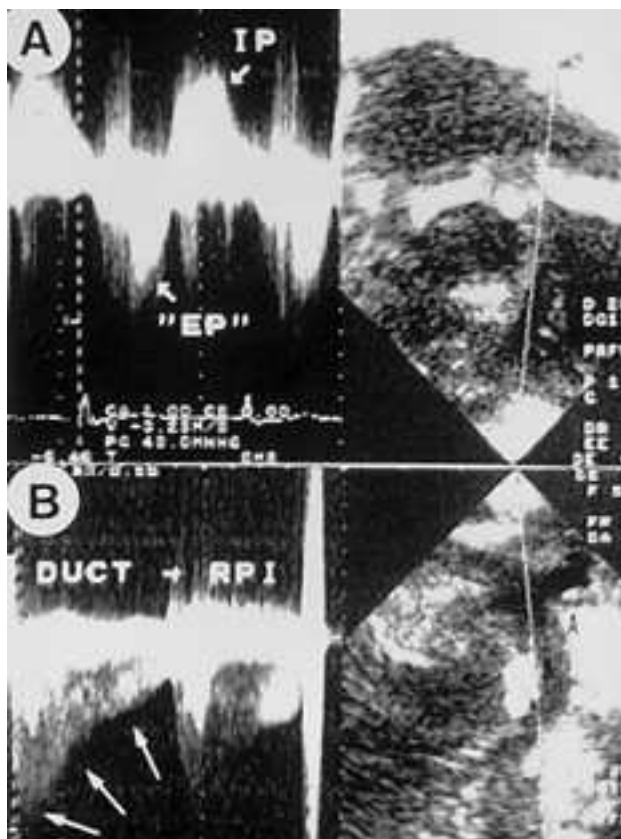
Patrones Doppler en la vía de salida de VD (A) y en el ductus (B). Obsérvese el flujo «to and fro» típico de la estenosis/insuficiencia pulmonar (superior), y de alta velocidad continuo *in decrescendo* hacia la diástole (inferior).
